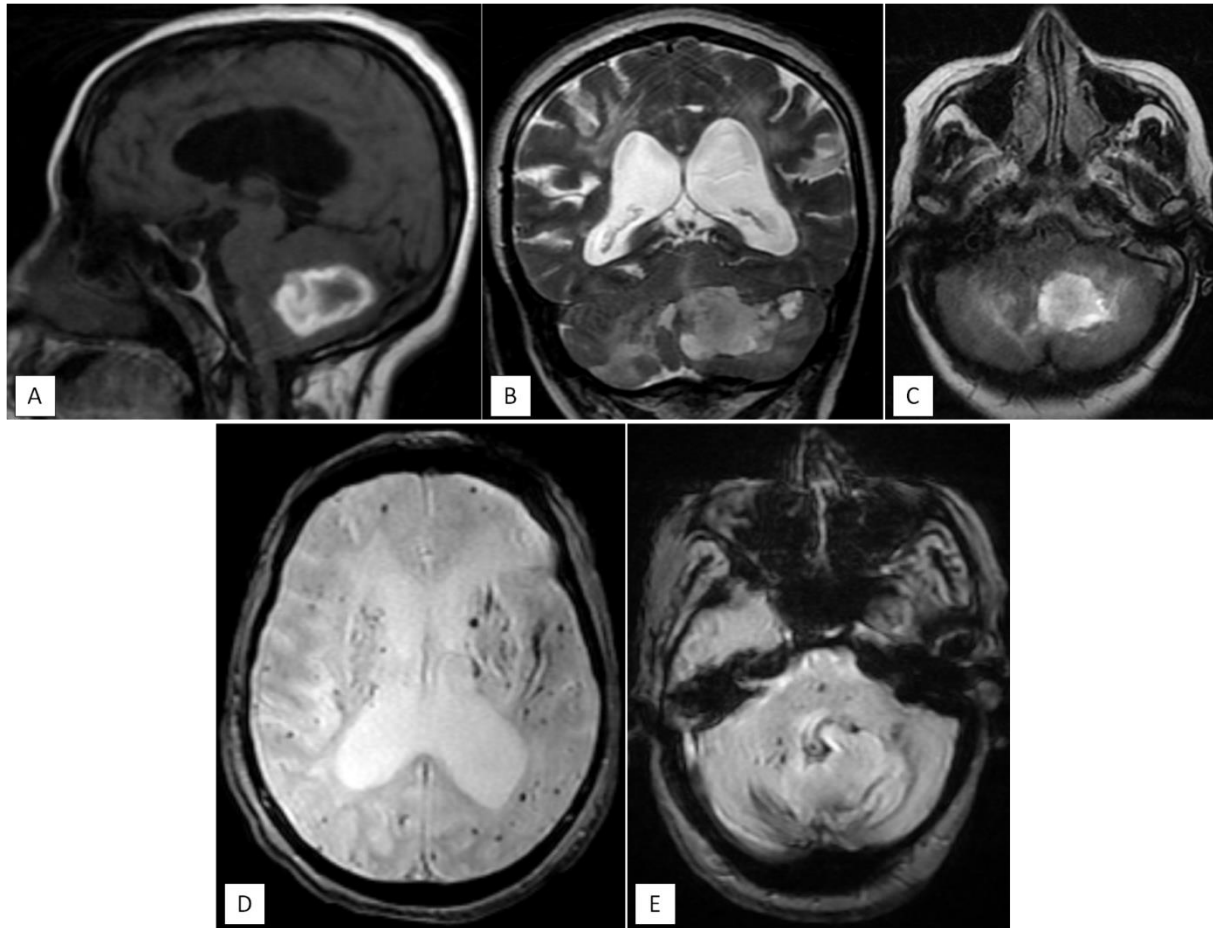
L'IRM cérébrale montre la présence d'une volumineuse formation intra parenchymateuse hémi-cérébelleuse gauche en hypersignal T1 (coupe sagittale : A), T2 (coupe coronale : B) et FLAIR (coupe axiale : C) hétérogène, non rehausse après injection. Cette formation est responsable d'une compression du V4 avec dilatation triventriculaire d'amont et signes de résorption transépendymaire. La séquence T2* objective la présence de multiples lésions punctiformes (Microbleeds) diffuses en sus et sous tentoriel en rapport avec des stigmates hémorragiques (coupes axiales : D, E).
